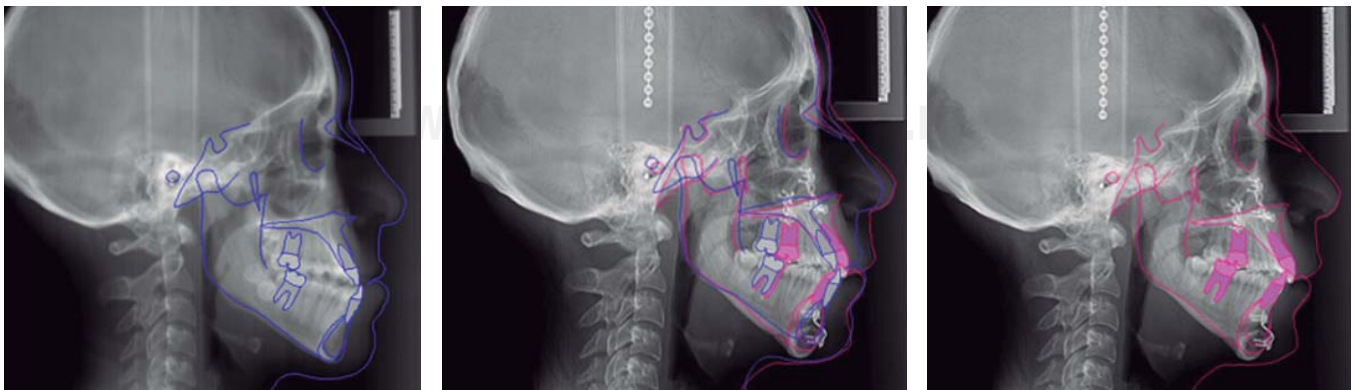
Comparativo de radiografías laterales de cráneo, inicial, sobreimposición y final.
